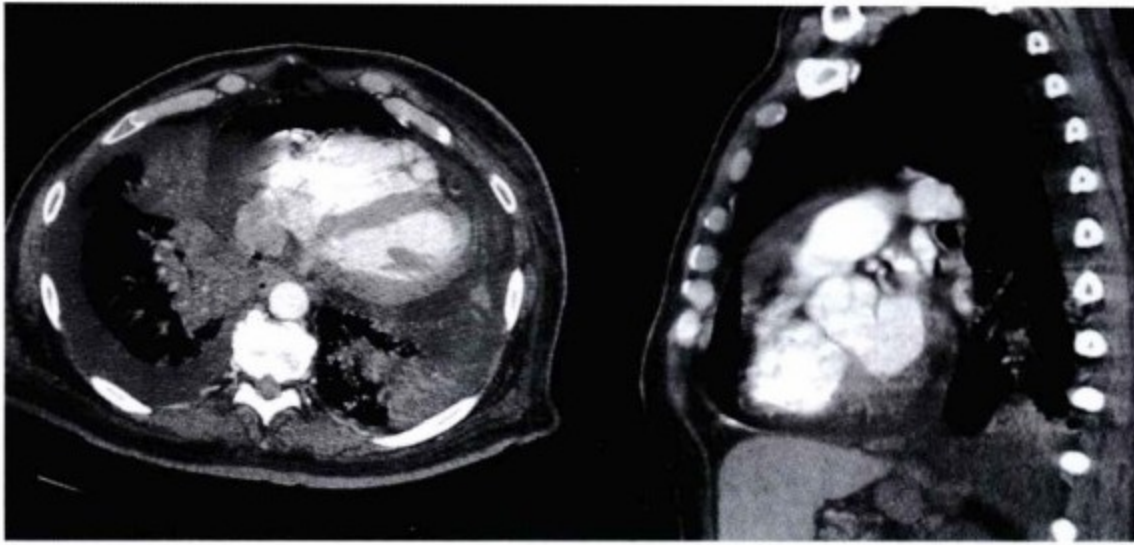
轴位增强CT。心包腔内见液气平,当患者仰卧位行CT扫描时液气平位于前方,然而气体及液气平在胸片上位于上方,因为患者坐位行胸片检查。患者行心包引流以减轻肺癌所致恶性心包积液。由于缺乏封闭,气体经引流路径进入心包。
